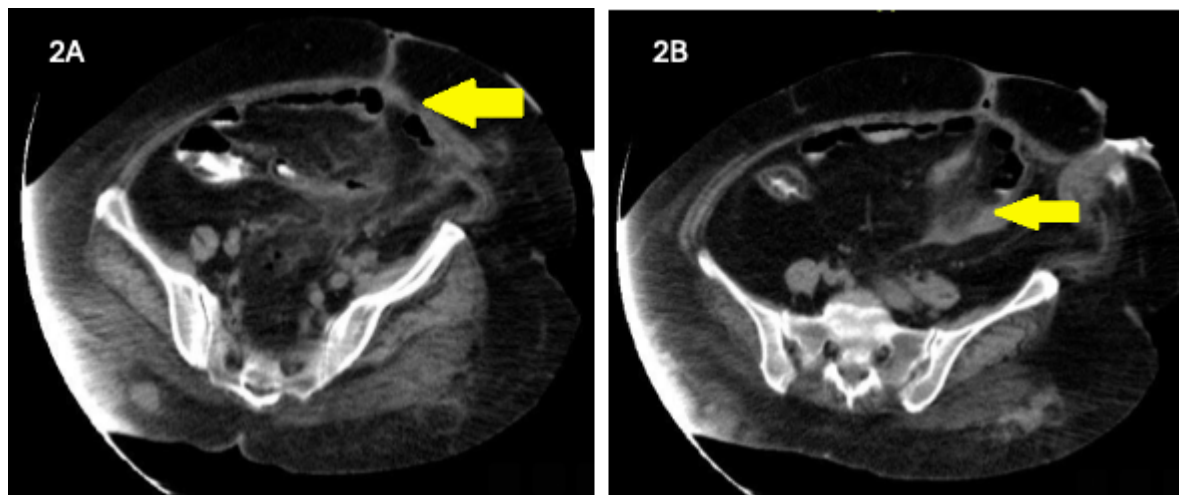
Tomografía axial computarizada abdominal de control. A) Se evidencia estricción de la grasa y engrosamiento de la pared. B) Se evidencia edema en el muñón distal de la sigmoidectomía.
